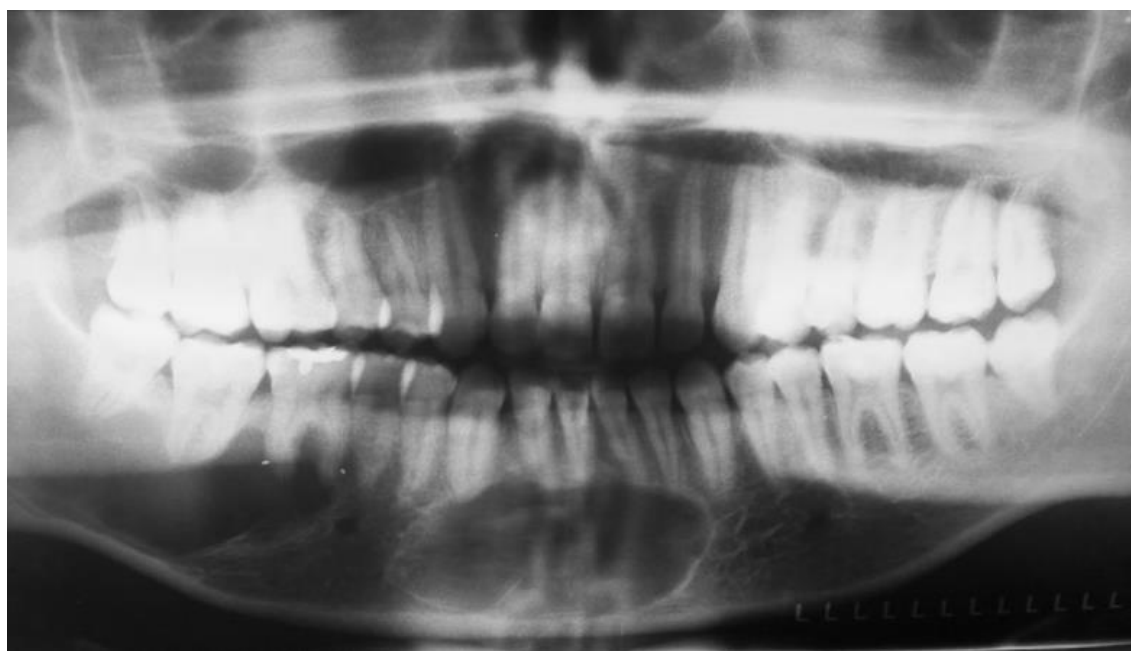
Ortopantomografía inicial donde se puede observar la zona radiolúcida donde no se observa los límites posteriores de la lesión. Fuente propia
